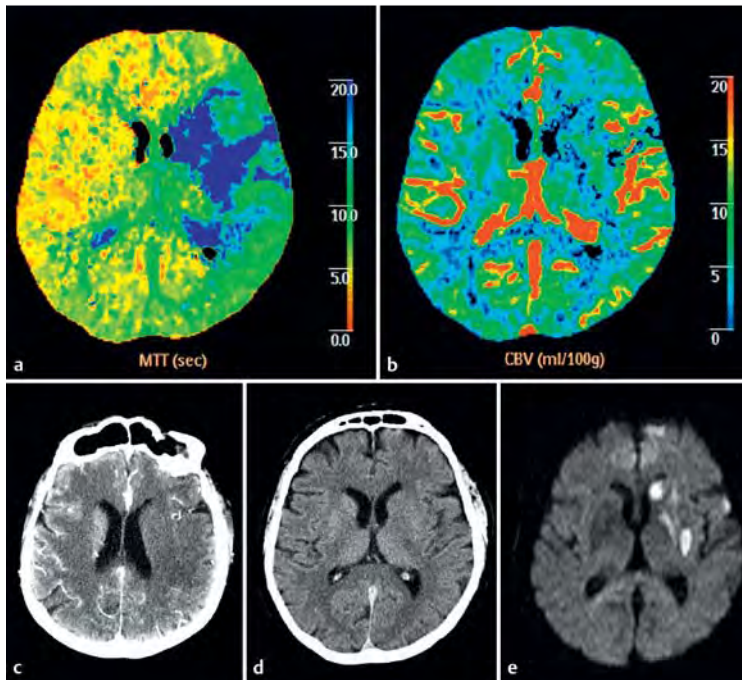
Karotis-T-Verschluss, Mismatch: Mann, 75 Jahre; Klinik: Hemiplegie rechts, globale Aphasie, CTA: Karotis-T-Verschluss links. a MTT: deutliche MTT-Verlängerung im Medialeritorium links. b CBV: CBV-Minderung nur im Linsenkern links. c CTA-Quellbilder: flächige flauere Hypodensität in Stammganglien und Marklager links. d CCT nativ: Frühhypodensität im Linsenkern und Kaudatuskopf links. Therapie: intravenöse Lyse und Thrombektomie mit vollständiger Rekanalisation. e DWI im Verlauf: lediglich Demarkierung eines Stammganglieninfarkts im Bereich der ursprünglichen CBV-Läsion.
